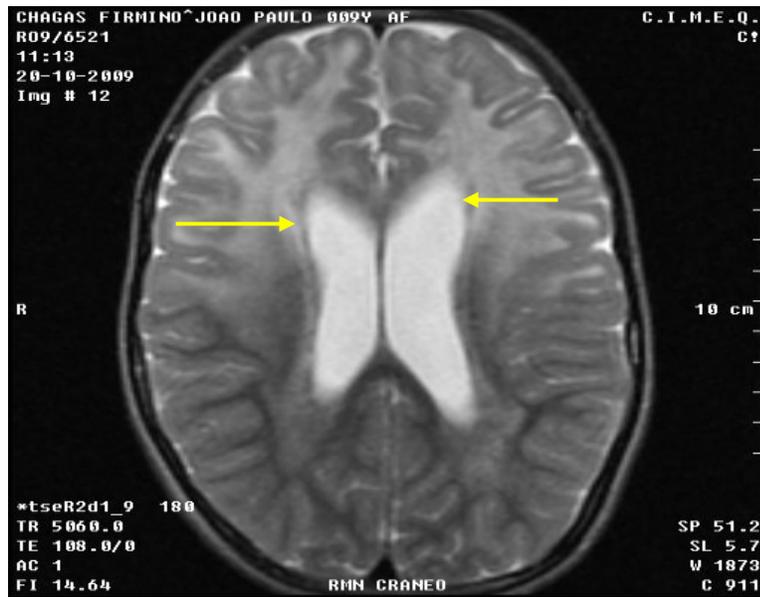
RM corte axial en T2 de cráneo.
